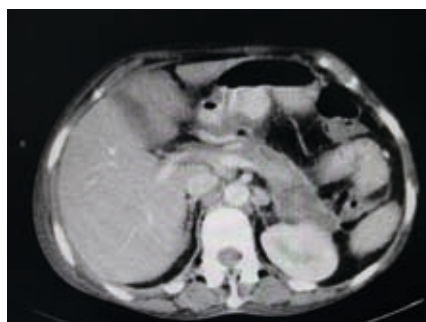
TAC abdominal - colecção fluida na região do corpo e cauda do pâncreas com 57 x 23 x 55mm de maiores diâmetros, de paredes captantes com pequena quantidade de gás sugestiva de abscesso pancreático.
